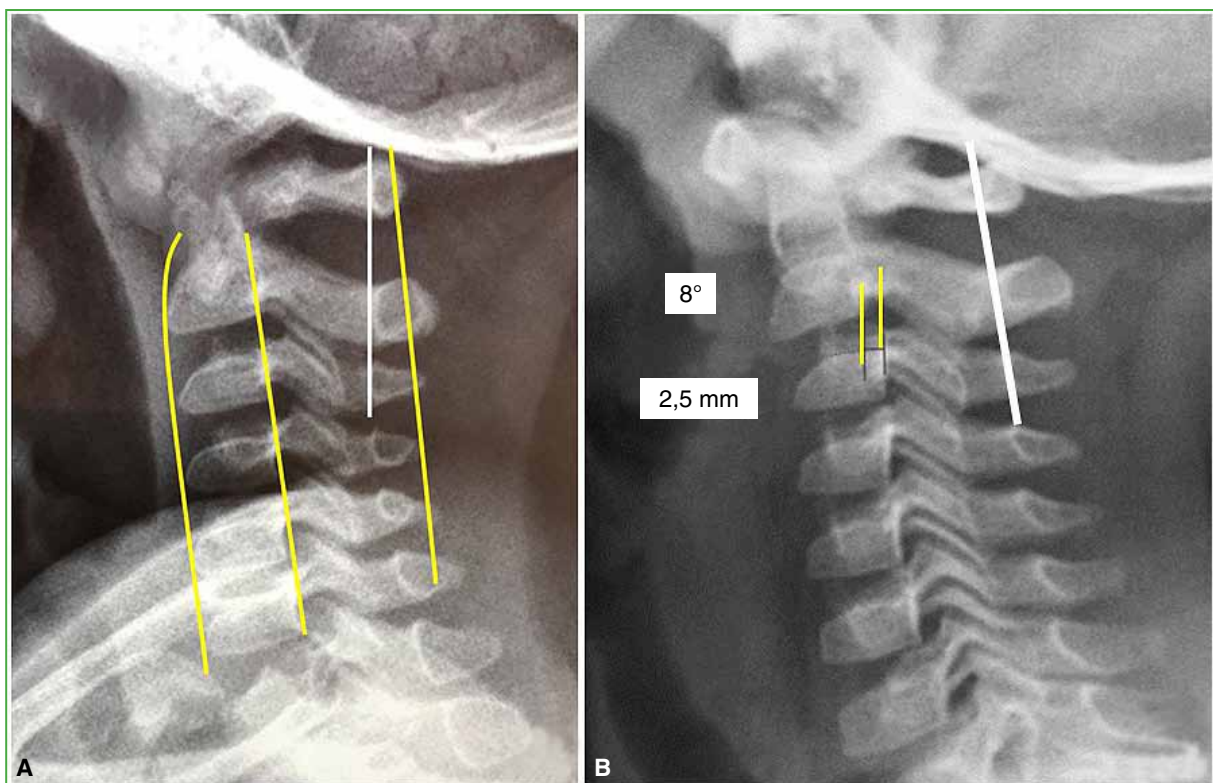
Radiografía lateral de columna cervical, de un niño de 2 años. A. Imagen fisiológica: líneas sagitales de los cuerpos vertebrales, de las apófisis espinosas (en amarillo) y la línea de Swischuk (en blanco) que, a cefálico, se continúa con el opistion. B. Subluxación fisiológica en un niño de 3 años, las corticales espinolaminares de las tres primeras vértebras cervicales se ubican sobre la línea de Swischuk. Ínfima cifosis y desplazamiento de C2-C3 de 2,5 mm (parámetros normales).
